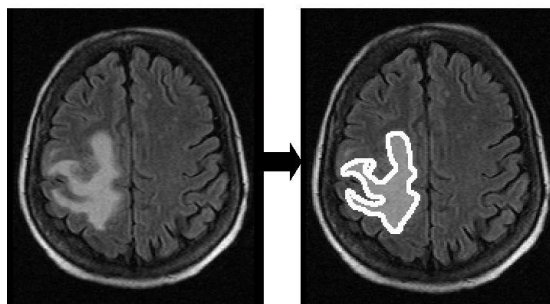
Выделение патологии на томограмме
